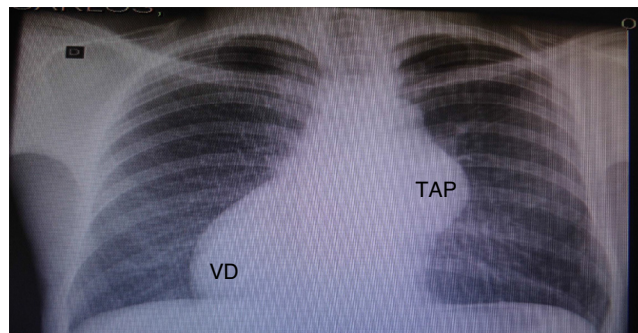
Radiografia de tórax: aneurisma de TAP, aumento do VD e desvio da área cardíaca para direita. TAP, tronco de artéria pulmonar; VD, ventrículo direito.
